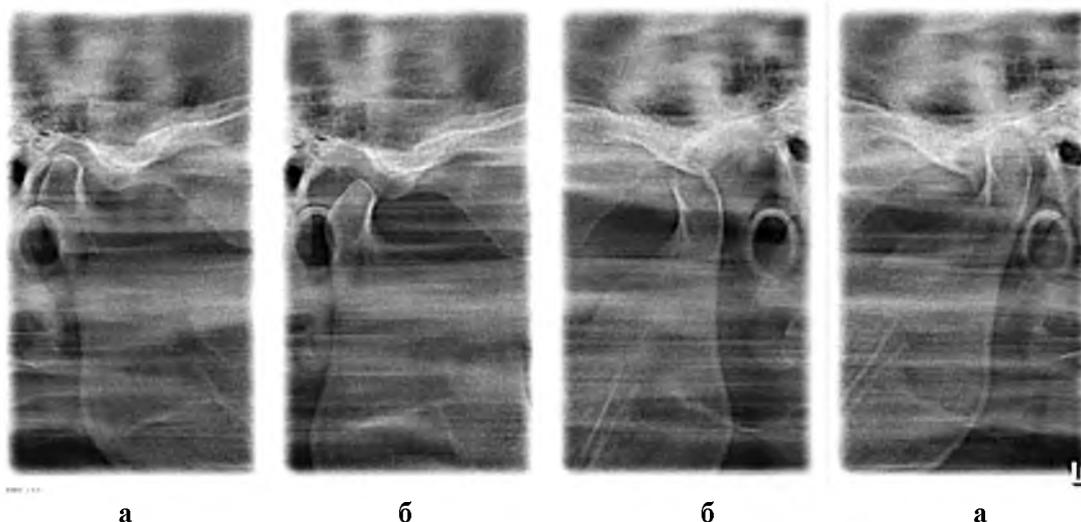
Прицельные рентгенограммы обоих ВНЧС той же больной.
